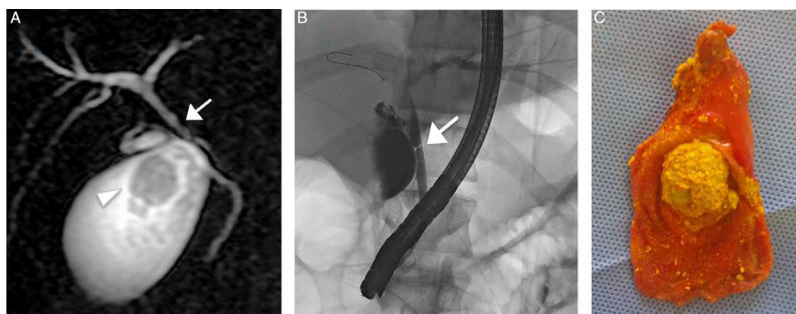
A) La IRM muestra cálculo de 2.8 cm (punta de flecha) y confirma la estenosis del conducto hepático común (flecha). B) La colangiopancreatografía retrógrada endoscópica confirma la estenosis del conducto hepático común (flecha) con dilatación del árbol biliar intrahepático leve. C) Vesícula biliar con múltiples cálculos (nótese el mayor de 2.8 cm) después de la colecistectomía laparoscópica.
